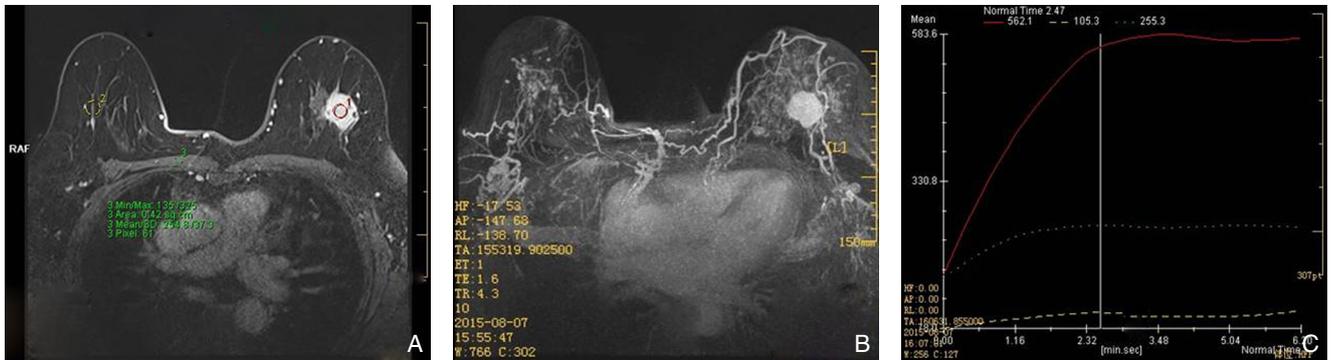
乳腺 MRI 图像 A: 左乳外上象限见团块状异常信号影, 呈不均匀等 T₁ 稍长 T₂ 信号为主, 内可见坏死样长 T₁ 长 T₂ 信号区, 大小约 32 mm × 28 mm, 边缘可见长短毛刺, 增强扫描明显强化; B: MIP 显示增多迂曲血管进入病灶; C: 时间信号曲线呈上升平台型
